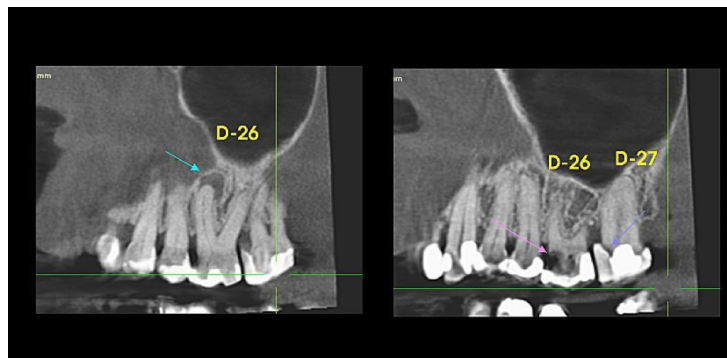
Corte tomográfico da região dos dentes 26 e 27, revelando extensa lesão de cárie e lesão periapical no dente 26, e perda óssea nos dentes 26 e 27.
